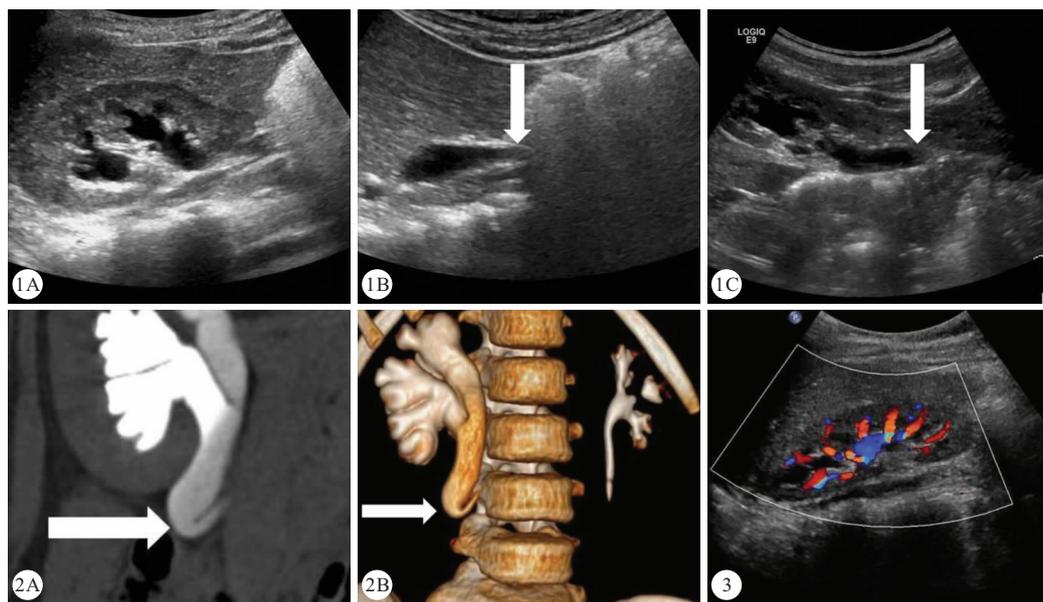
术前超声检查(A:右肾肾盂、盏区积水;B、C:经腹部及背部检查,箭头示右侧输尿管)
